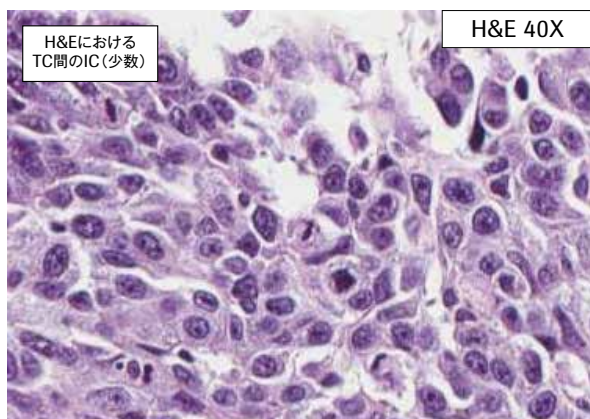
H&E染色スライドにおいて多くのICが確認されず、PD-L1染色スライドにおいてTC間に顆粒状または数珠状の染色パターンが観察される場合、この染色はICではなくTCへの染色とみなすべきである。
